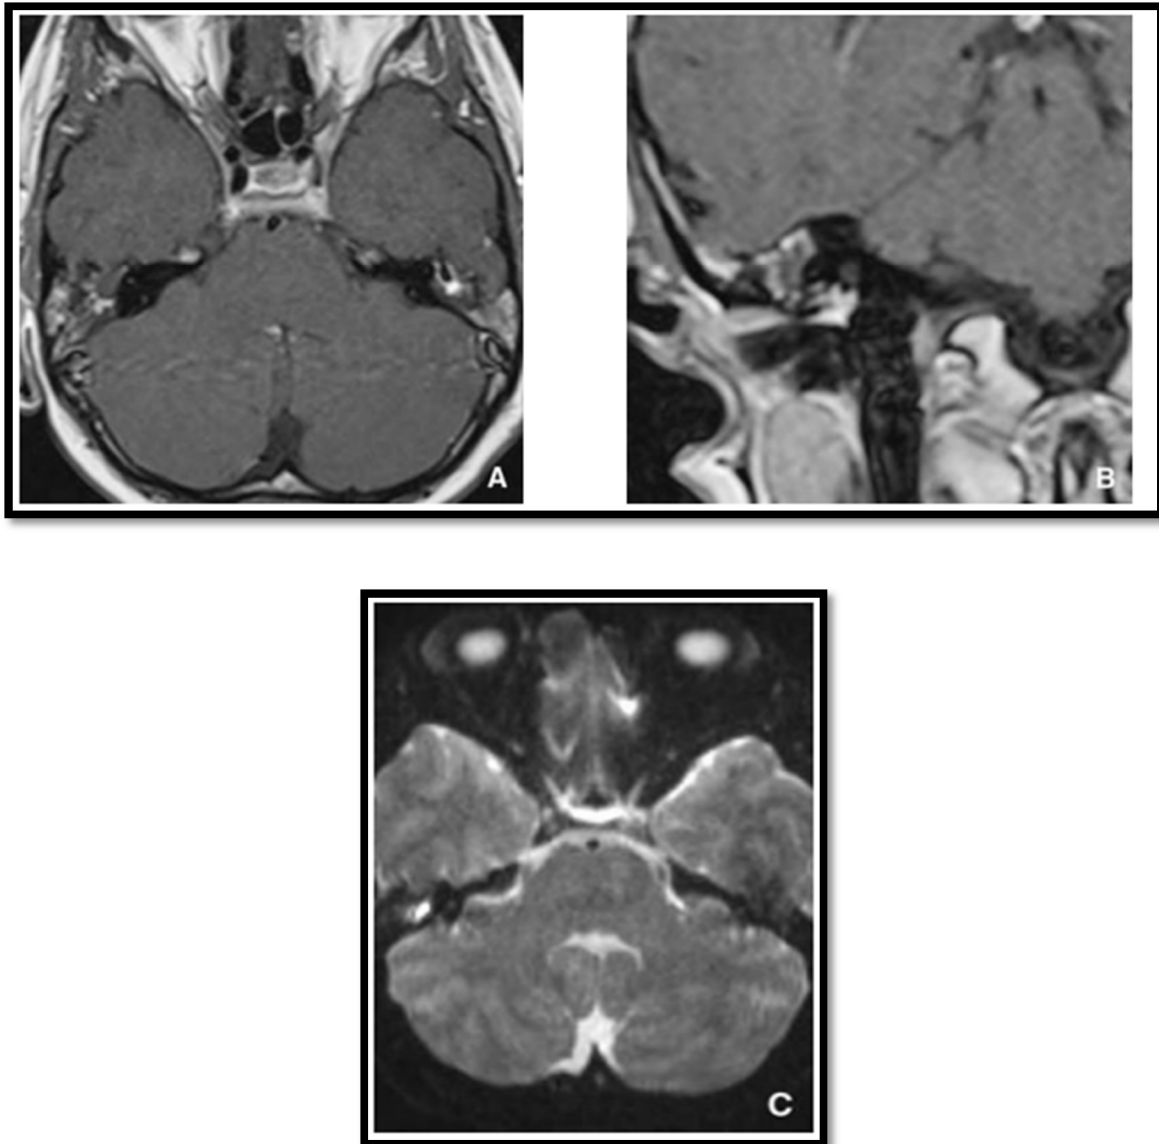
Cholestéatome typique en imagerie par résonance magnétique (IRM).
